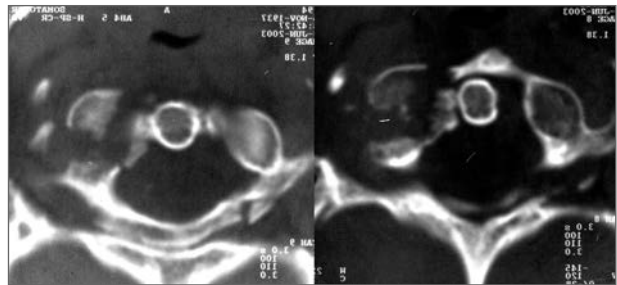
Багатоуламковий перелом-вивих C1 хребця (тип Джеферсона). Аксіальна комп'ютерна томограма
